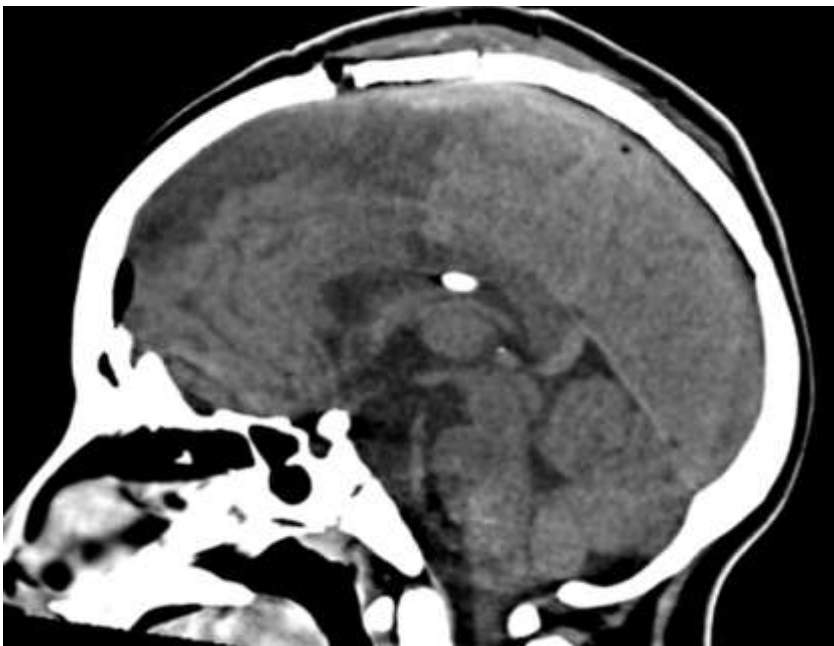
Tomografía cerebral postoperatoria
